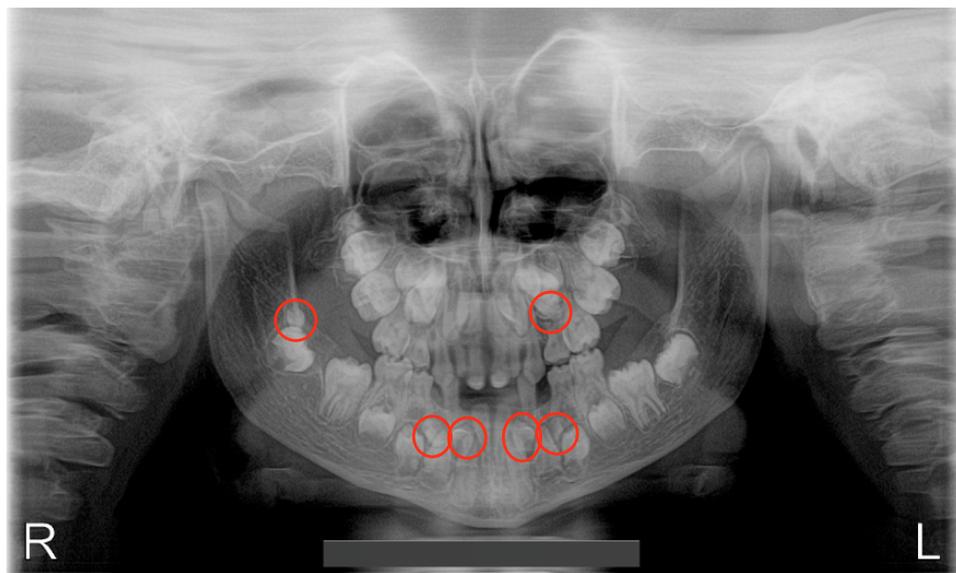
Radiografia panorâmica da paciente aos 9 anos de idade, em agosto de 2016, anterior à exodontia dos dentes supranumerários.
